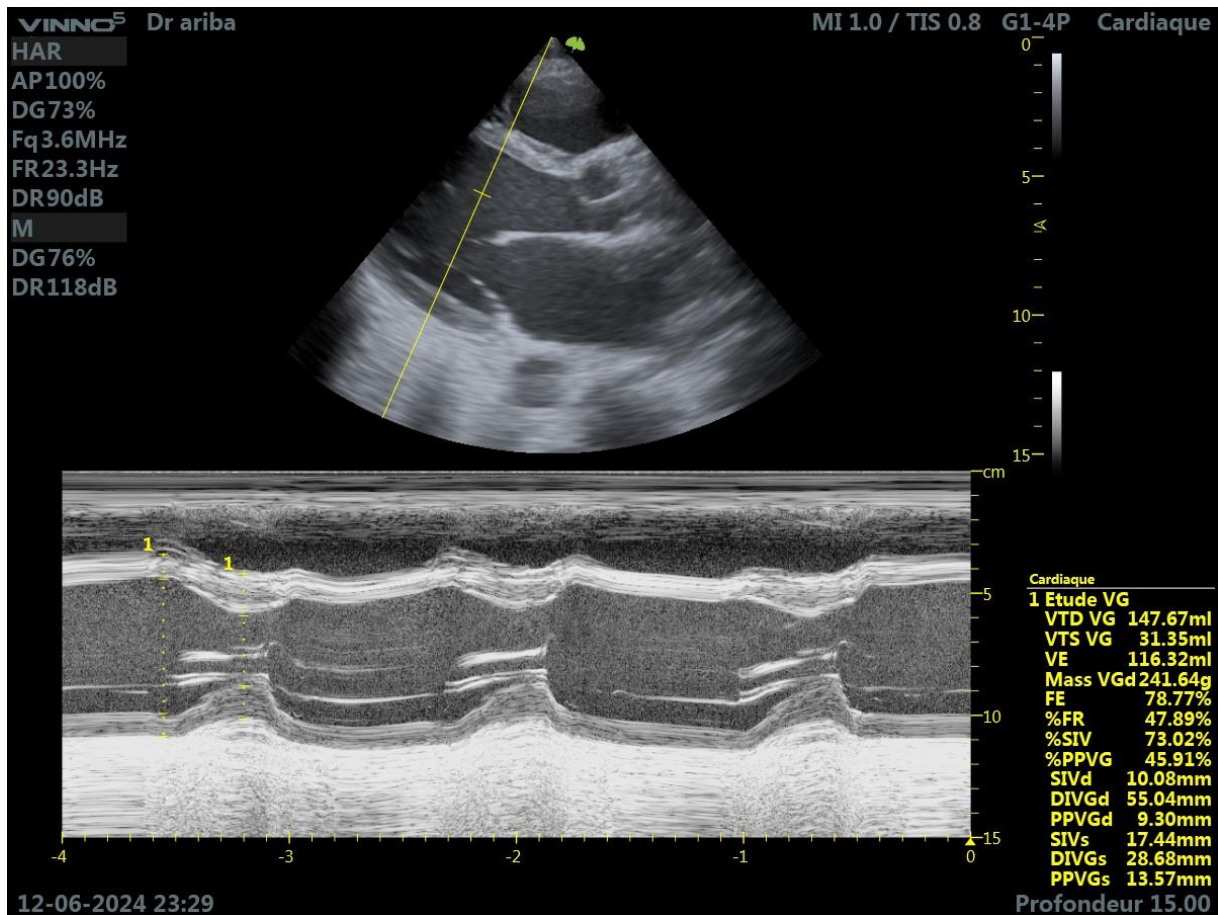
Coupe parasternale grand axe et coupe TM
